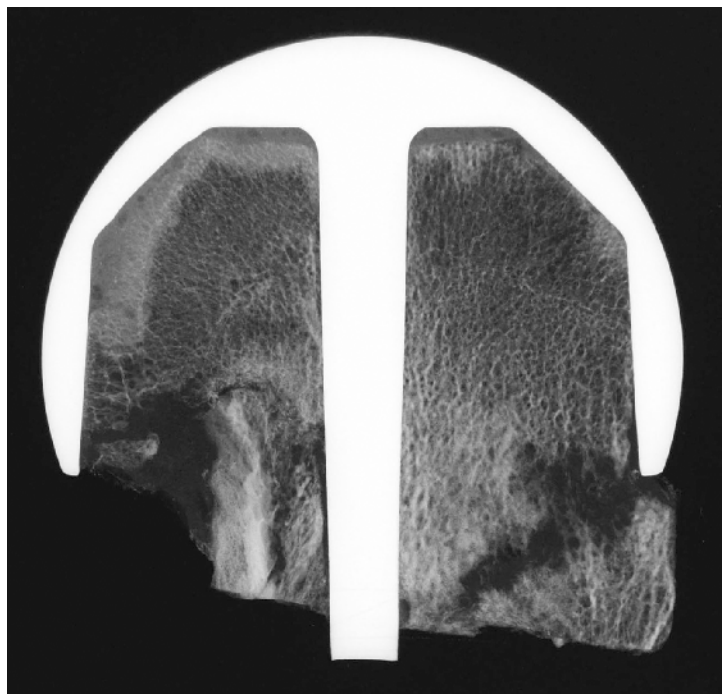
Kontaktradiographie 28/36
